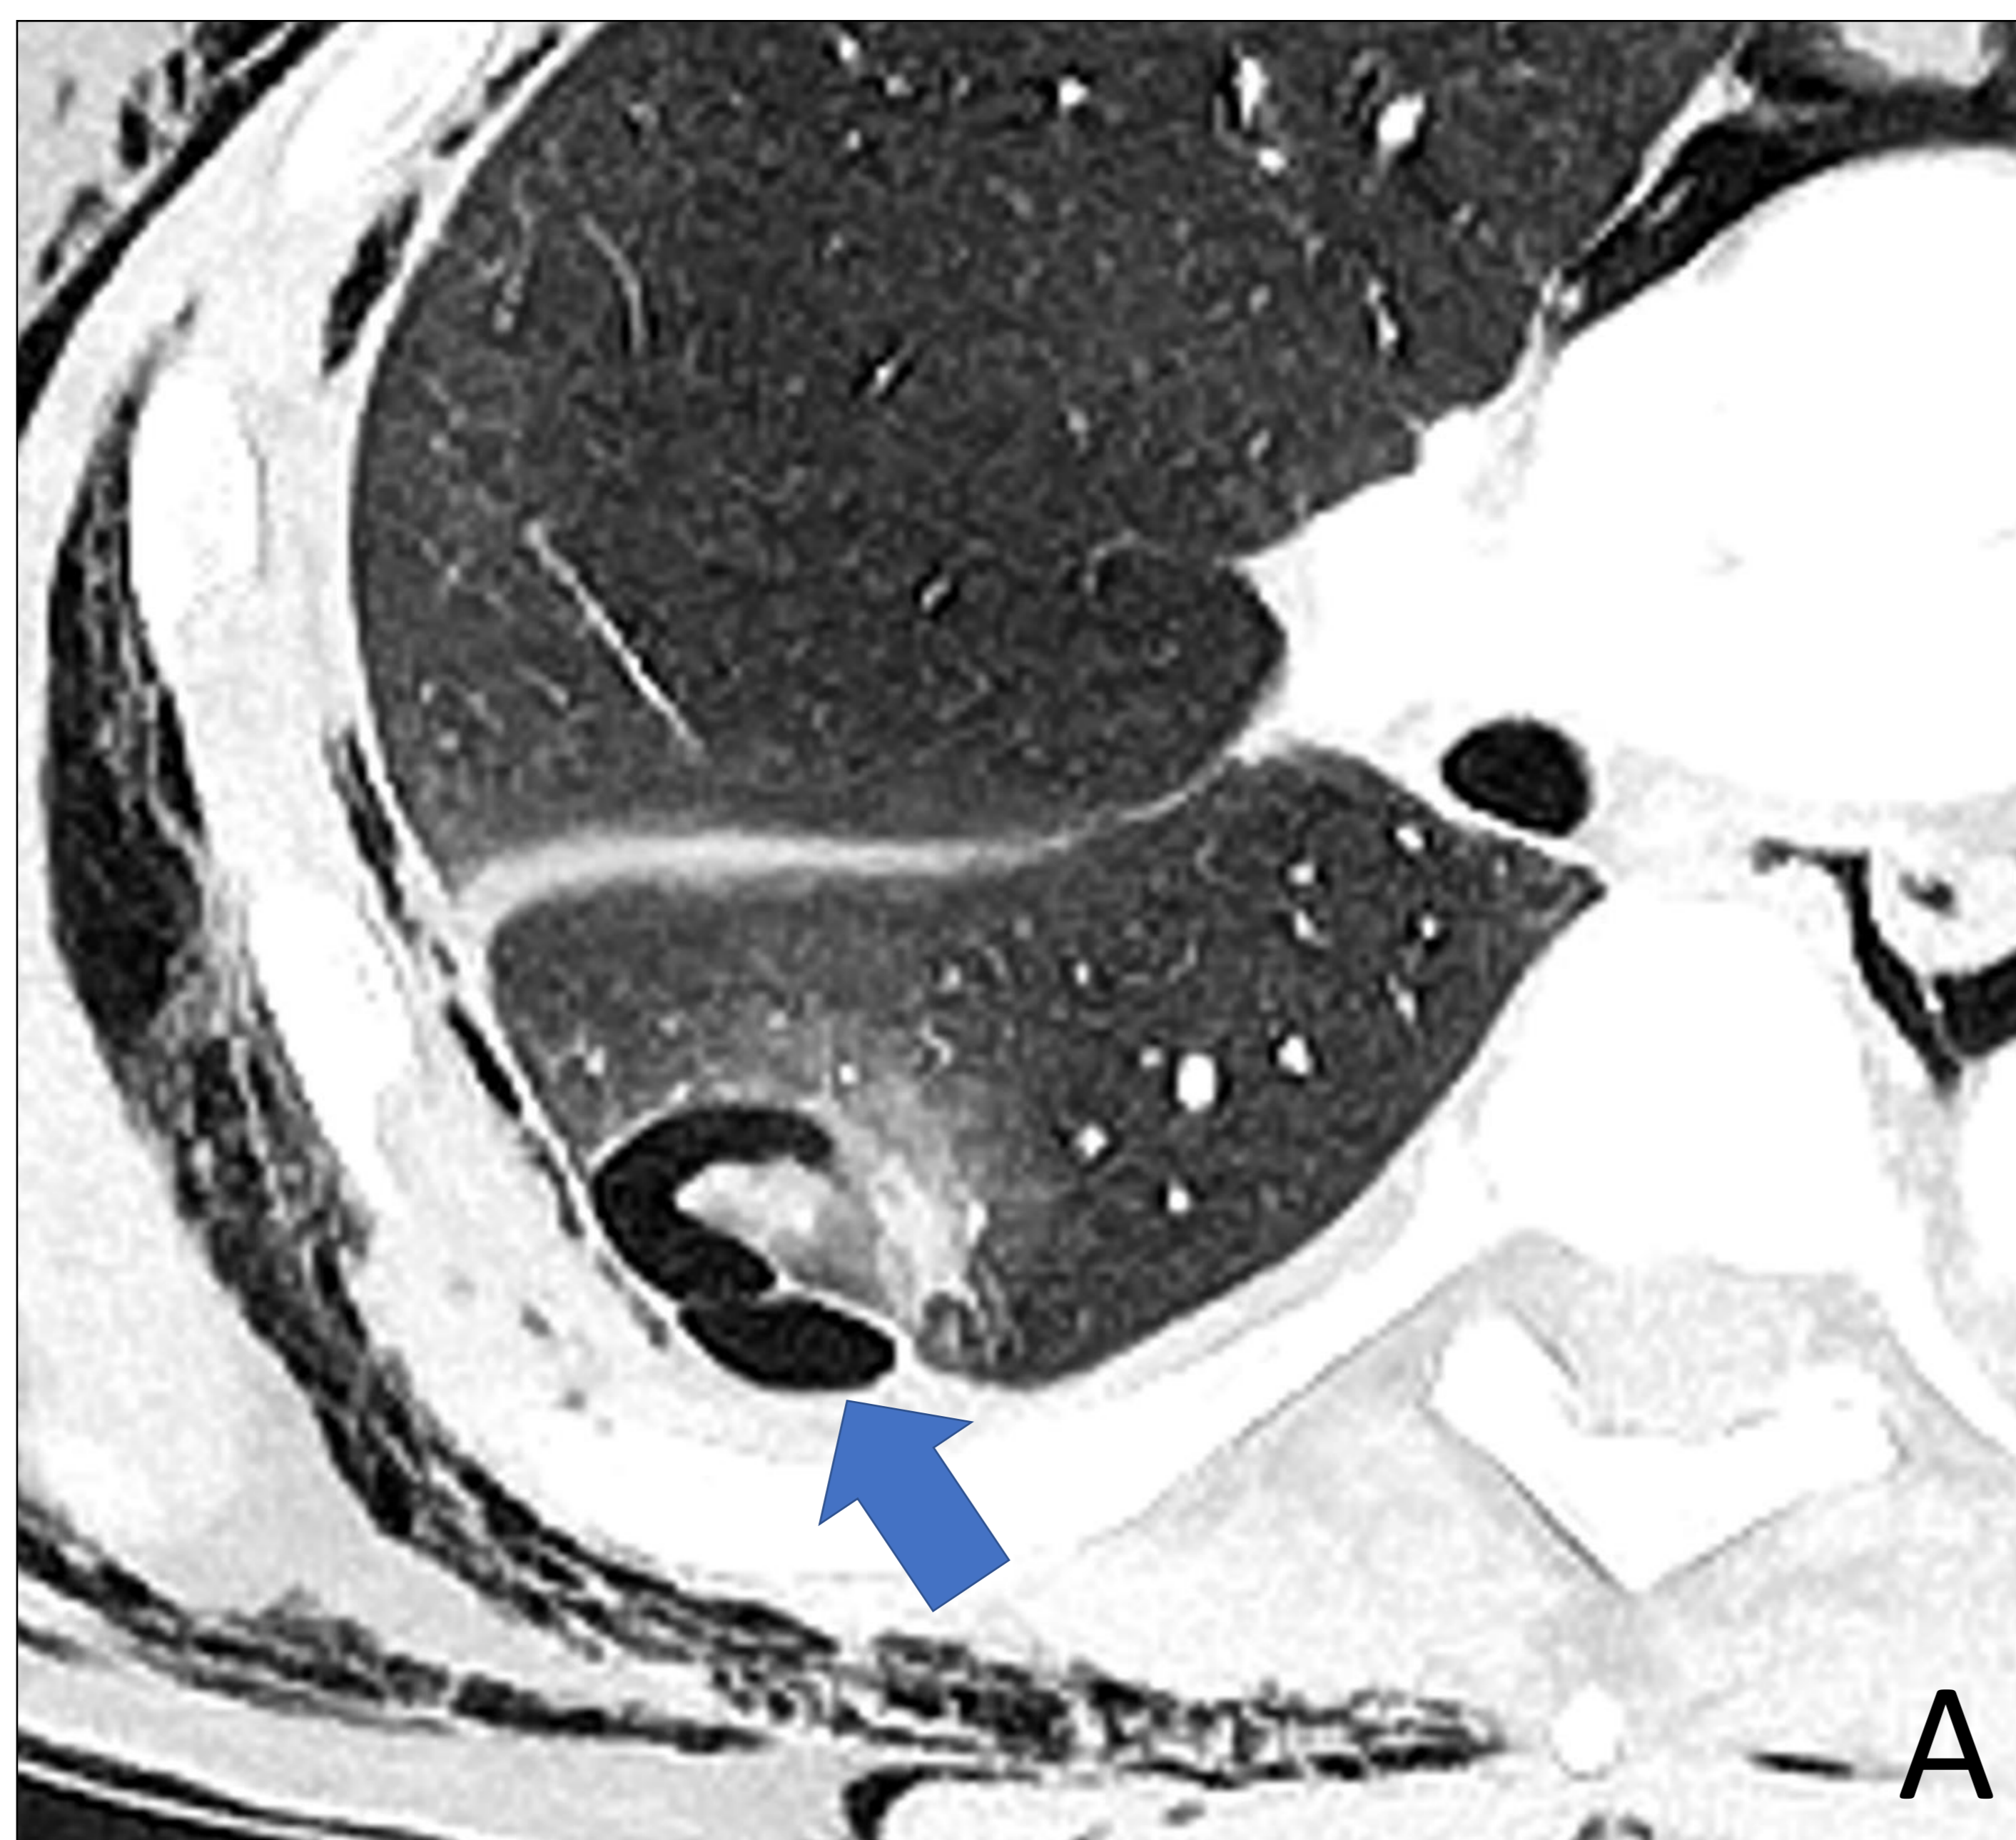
TC torácico realizado con contraste yodado i.v. en dos cortes distintos del mismo estudio, en ventana de pulmón (A,B) . Se observa imagen de laceración pulmonar traumática (flecha) y discontinuidad de la pleura en relación con fístula broncopleurales (punta de flecha). Asocia marcado neumomediastino y enfisema subcutáneo.
